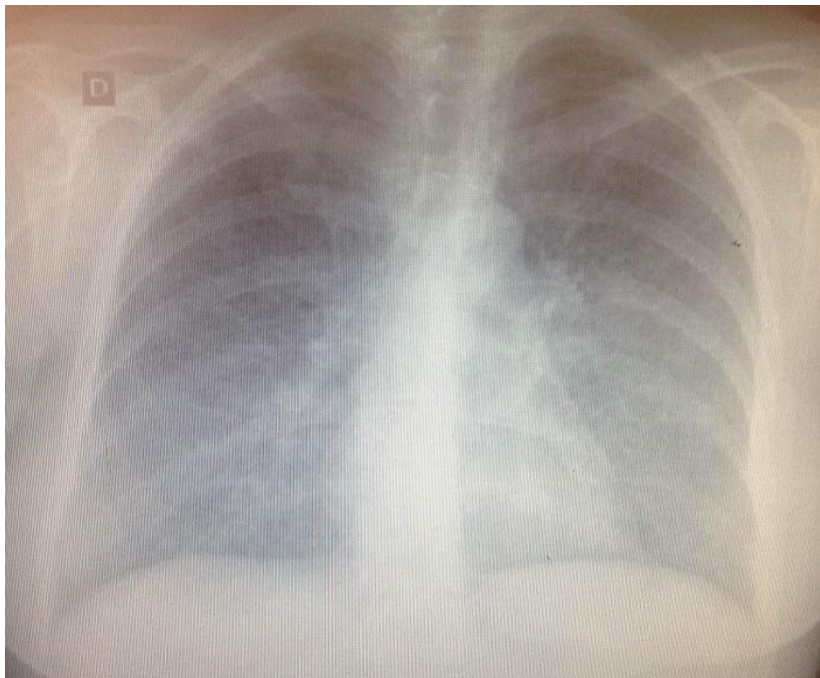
Radiografia de tórax.
